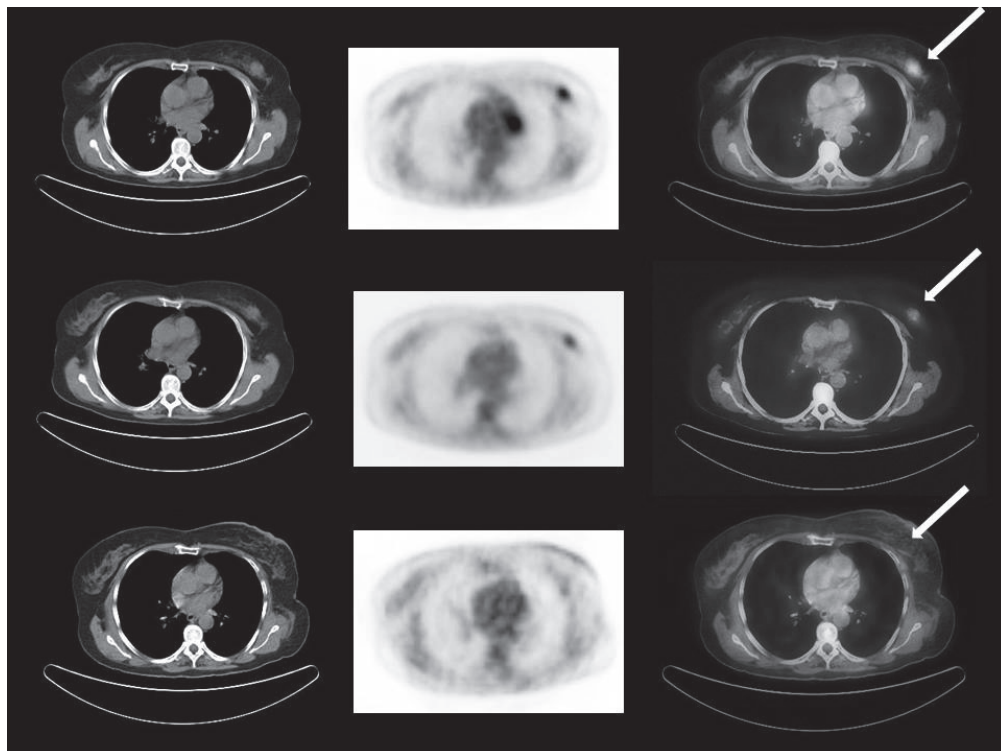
Monitorització de la resposta a la quimioteràpia neoadjuvant en un càncer de mama esquerra mitjançant PET/TC amb 18F-FDG. Imatges TC (esquerra), PET (central) i fusió PET/TC (dreta) que mostren disminució progressiva de la captació de FDG entre l'estudi basal (dalt), a meitat del tractament (línia central) i post-tractament (baix)
